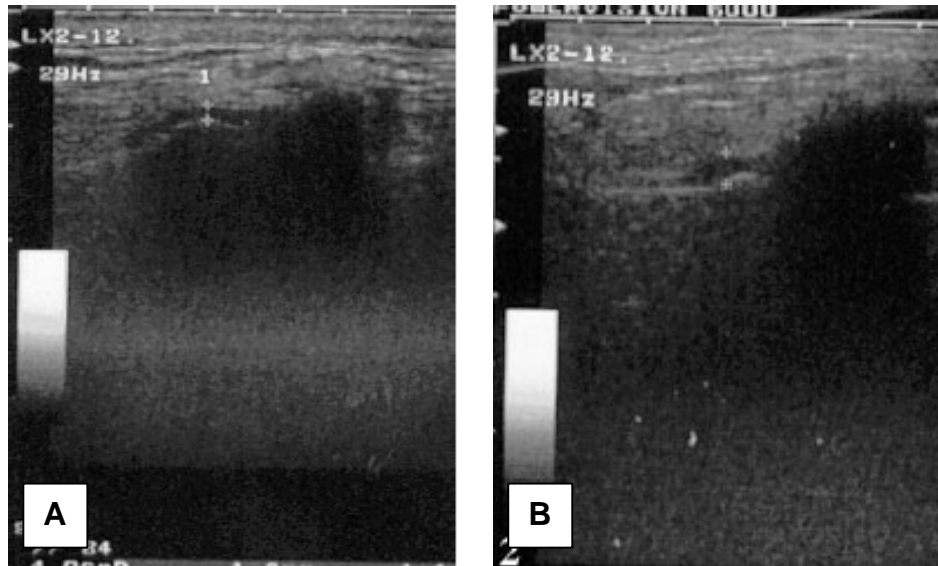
USG da ATM, na ausência (A) e presença (B) de deslocamento anterior do disco. Os medidores foram posicionados sobre a cavidade glenóide e a superfície condilar. Supostamente, o topo das imagens está orientado para superior e a esquerda anterior.
